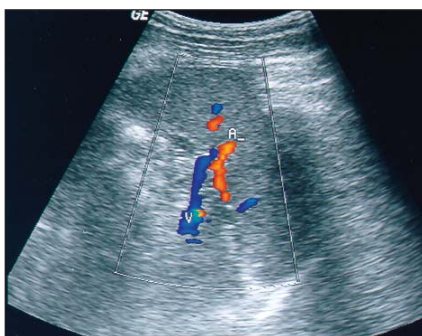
US Doppler colorido. Imagem ultra-sonográfica do hilo esplênico mostrando mapeamento a cores dos vasos. A, artéria esplênica; V, veia esplênica.
